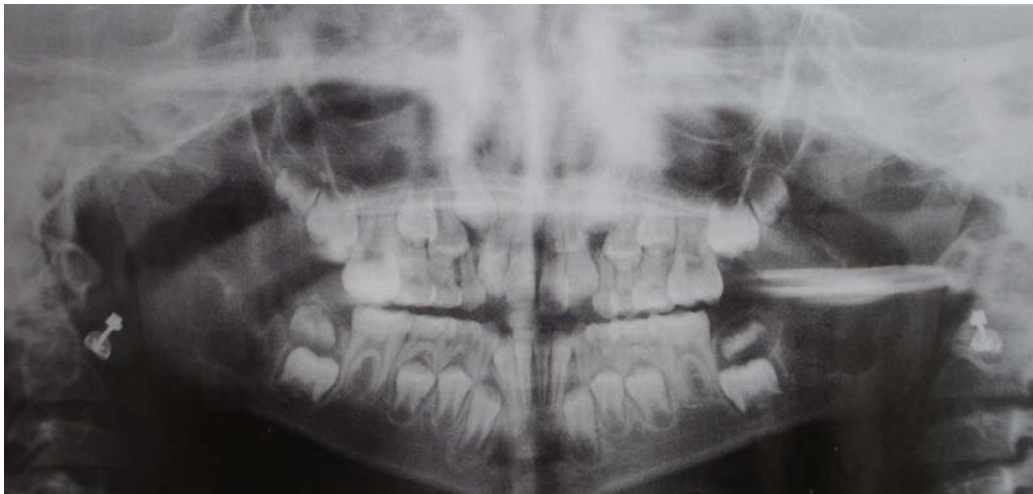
Radiografía panorámica que presenta lesiones radiolúcidas bien delimitadas, bilaterales.
